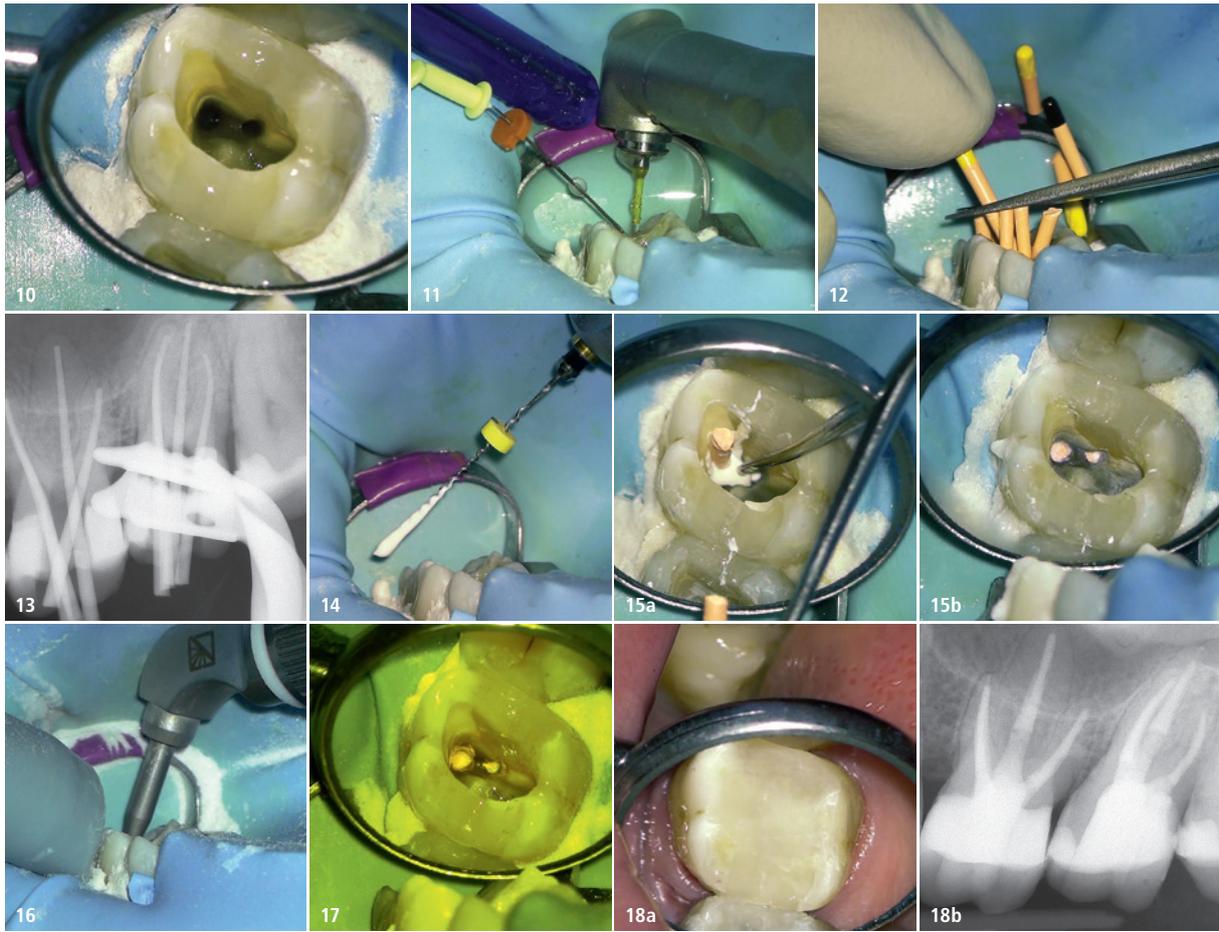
Kontrolle der aufbereiteten mb-Kanäle. – Abb. 11: Aktivierung der Spüllösung mit einem Laser. – Abb. 12: Einpassung der Guttaperchaspitzen. – Abb. 13: Die Masterpointaufnahme. – Abb. 14: Einbringung des Sealers in die Kanäle mit einem Lentulo-Pastenstopfer. – Abb. 15a: Abtrennung der Hitzeplugger im apikalen Kanal. – Abb. 15b: Die gefüllten Kanäle nach dem Abtrennen der Guttapercha. – Abb. 16: Entfernung der verbleibenden Sealer am Pulpenboden und an der Pulpakammerwand mit dem Microetcher. – Abb. 17: Die Kavität wird mit einem Komposit verschlossen. – Abb. 18: Abschluss-situation a) intraoral und b) in der Röntgenaufnahme.
